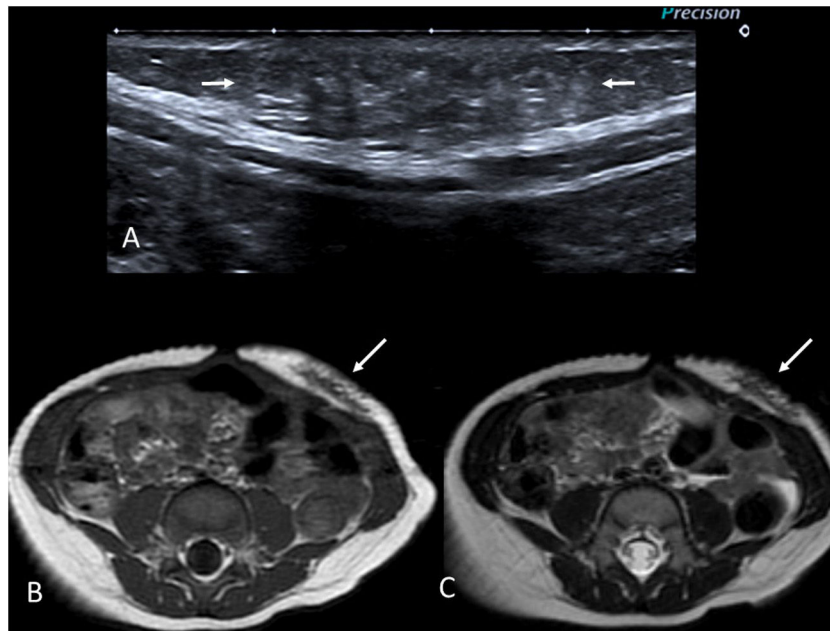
Niño de 9 meses con un tumor desmoide en la pared abdominal anterior. Antecedente familiar de primer grado con poliposis colónica. A) Imagen de ecografía en escala de grises donde se observa una lesión ligeramente hiperecogénica y con bordes mal definidos en la grasa subcutánea (flechas). B y C) Imágenes de RM potenciadas en T1 y T2 respectivamente, en el plano axial. Se identifica la lesión con bordes mal definidos en el tejido celular subcutáneo de la pared abdominal anterior (flechas). Destaca su baja intensidad de señal en T2 debido a su naturaleza fibrosa.
